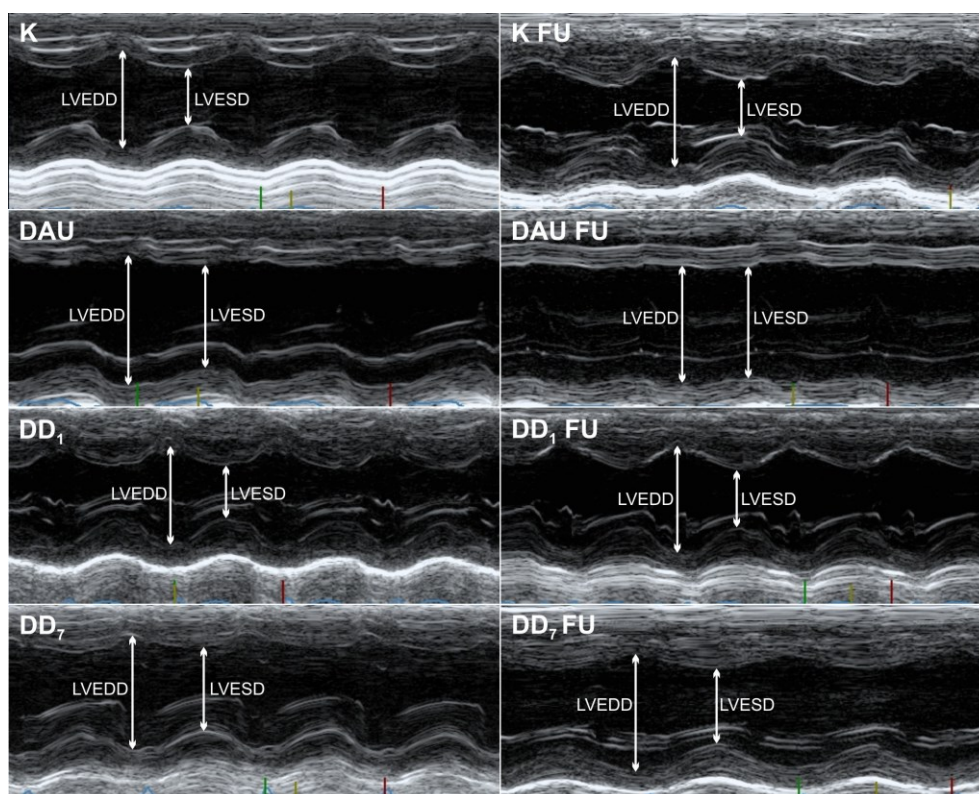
Echokardiografické vyšetření systolické funkce LK. Statistická signifikance v rámci dané skupiny (párový *t*-test, $p \leq 0,05$) v porovnání s počáteční hodnotou (*) nebo hodnotou na konci podávání látek (#) v rámci dané skupiny. Statistická signifikance (ANOVA, $p \leq 0,05$) v porovnání s (k) kontrolní, (d) DAU skupinou a časnou DEX intervencí (1). PZH – poslední zaznamenaná hodnota.
